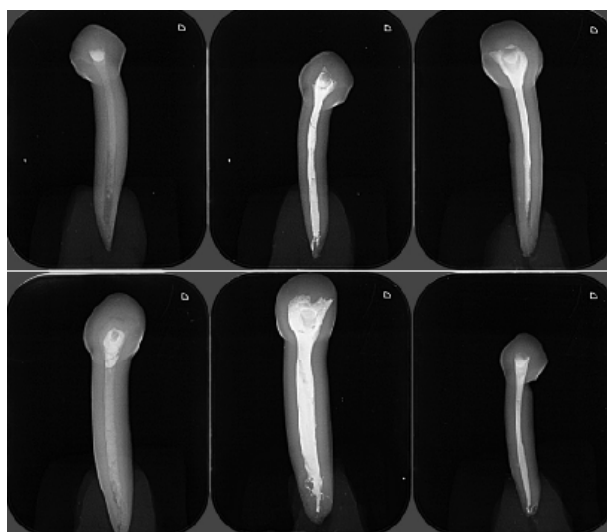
Radiografias digitais finais
